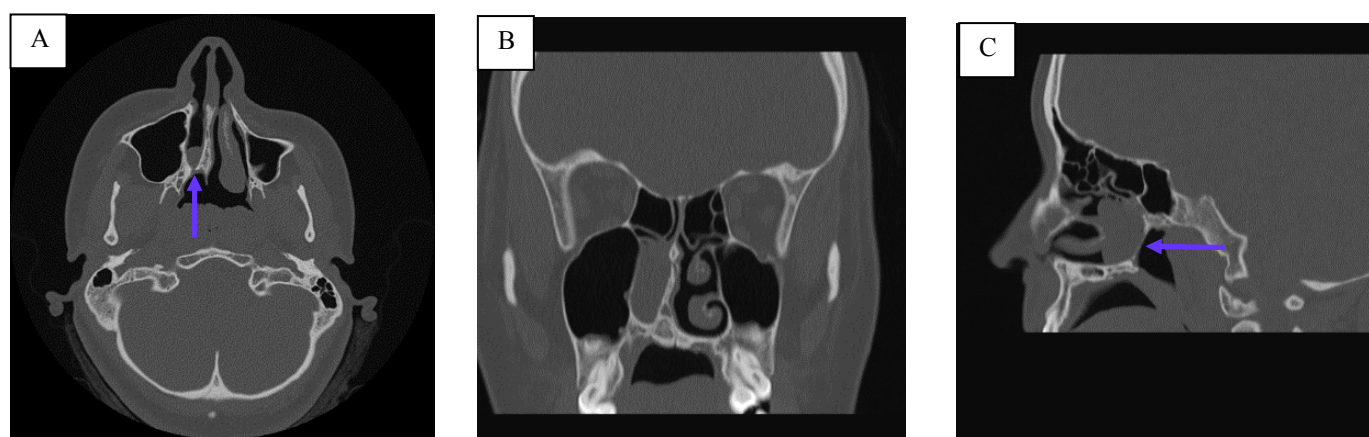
(A) Corte axial de TAC de macizo facial. (B) Corte coronal de TAC de macizo facial. (C) Corte sagital de TAC de macizo facial. Atresia de coana derecha (flechas).
